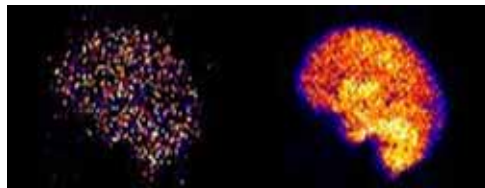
Efecto del ruido en las proyecciones de *SPECT*.
